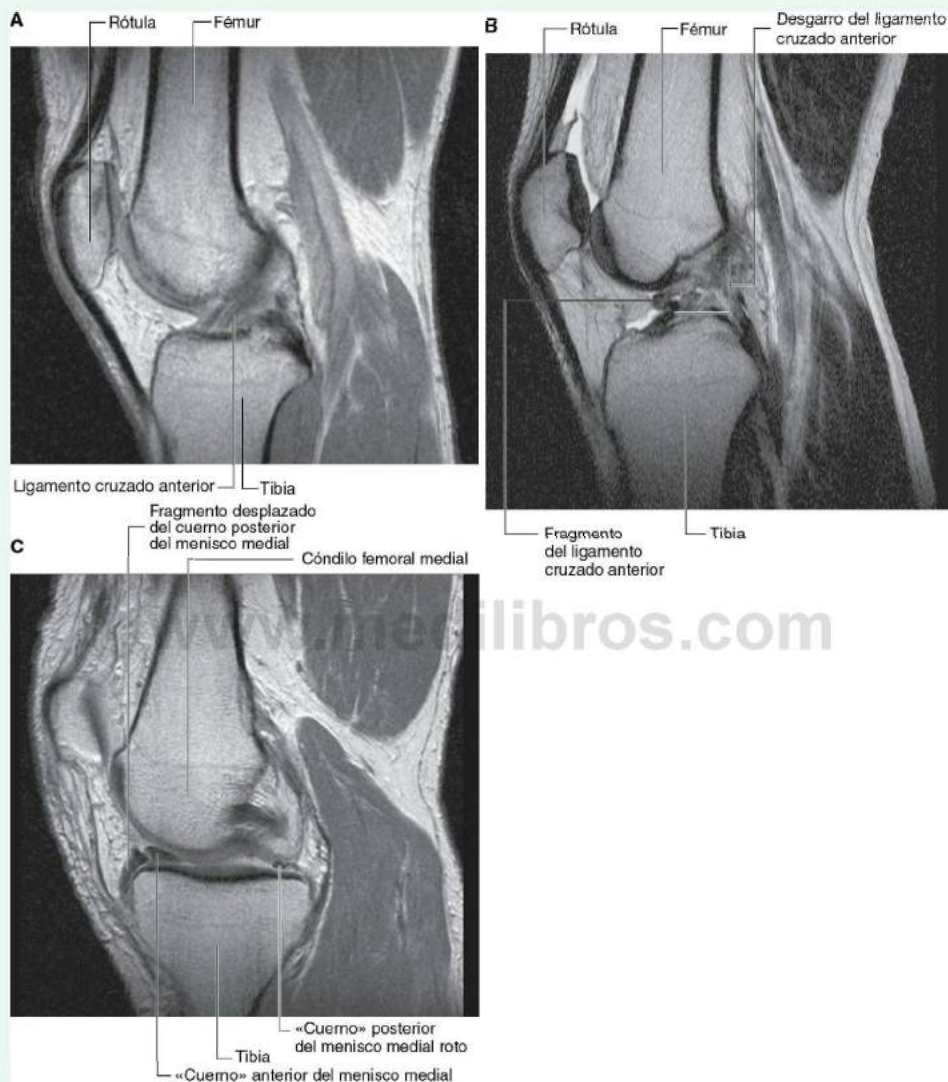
A. Articulación de la rodilla que muestra un ligamento cruzado anterior intactos. RM potenciada en T2 en el plano sagital. B. Articulación de la rodilla donde puede verse un ligamento cruzado anterior roto. RM potenciada en T2 en el plano sagital. C. Articulación de la rodilla donde se observa un menisco medial roto (la porción rota del cuerno posterior se ha desplazado hacia la cara anterior de la articulación dando la impresión de un «menisco doble» en dicha localización). RM potenciada en densidad de protones en el plano sagital.
